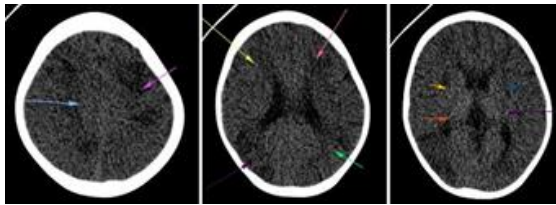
Non-contrast CT of the brain showed cerebral edema and watershed infarcts in the subcortical frontoparietal and parietooccipital lobes bilaterally
